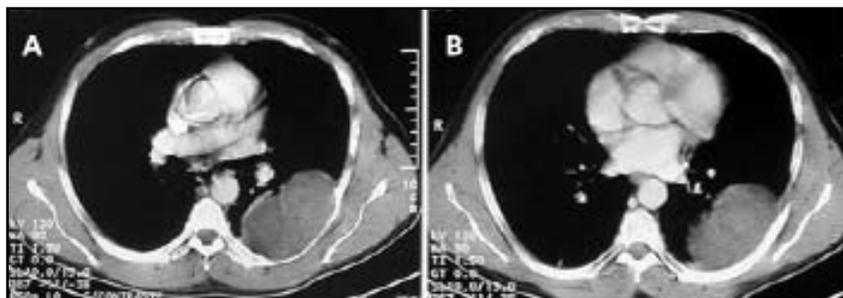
A e B. Tomografia computadorizada de tórax: lesão expansiva deformando o 7º arco costal esquerdo, homogênea, de contornos bem delimitados, densidade um pouco inferior a do tecido muscular, com discreto realce após a infusão do meio de contraste iodado e fratura patológica associada. Suas maiores dimensões no plano axial medem 97 x 61 mm.
